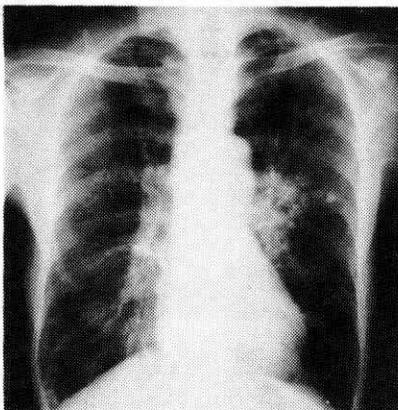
胸部単純X線写真 1999.9.10 治療前
